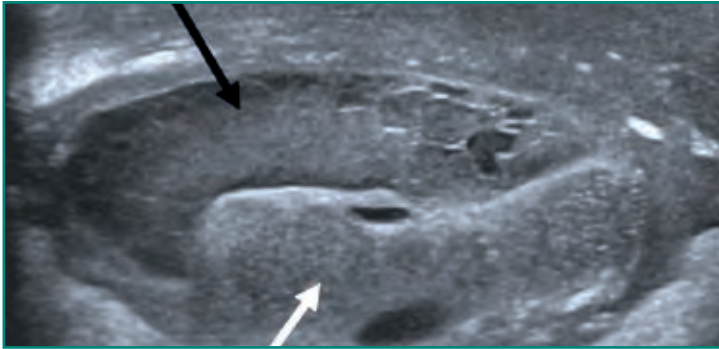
Ecografía testicular que demuestra un testículo desestructurado (flecha negra) y comprimido por una colección hipoeecogénica heterogénea con septos (flecha blanca) en relación con un pìoceles.
